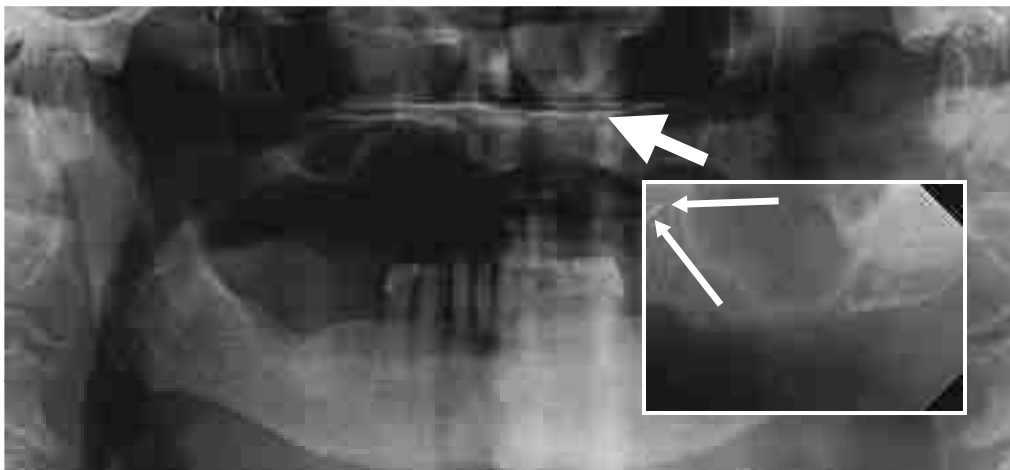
Orthopantomogramme et cliché rétro-alvéolaire post mortem en regard de la 23 extraite avec le dépassement de pâte en rapport étroit avec le sinus maxillaire gauche¹³⁸
